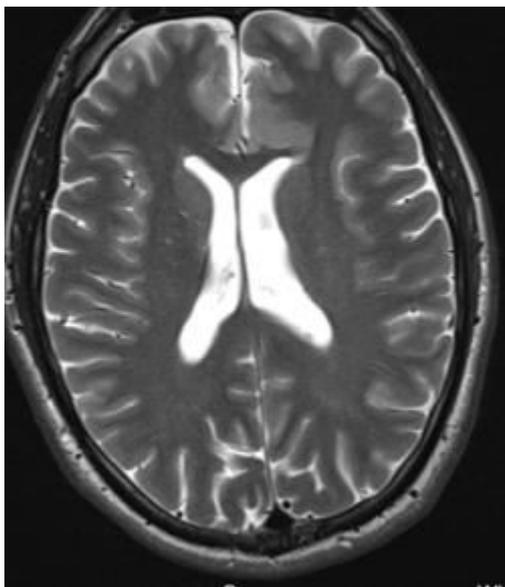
ФКД в правой лобной области на МРТ в режиме T2. На рисунке продемонстрировано МРТ головного мозга, на котором указано ФКД в правой лобной области в режиме T2.
